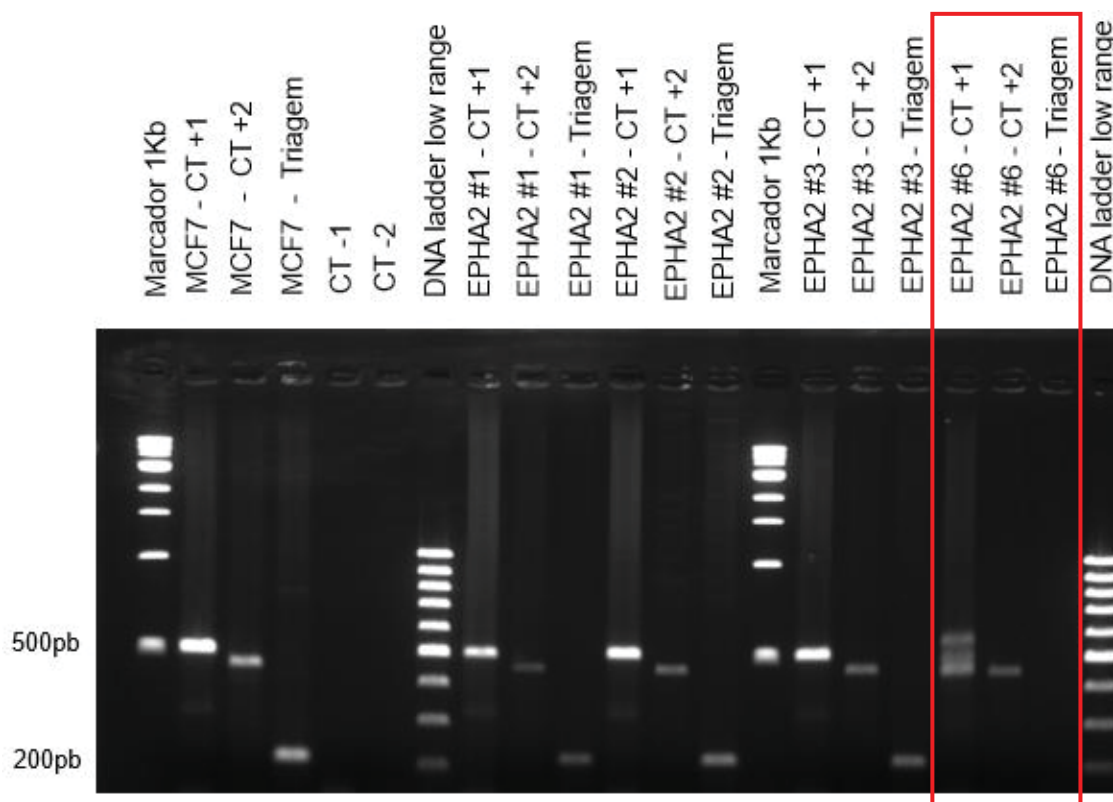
Exemplo de gel de eletroforese para triagem de clones potencialmente editados para o gene *EPHA2*. MCF7: o DNA utilizado era proveniente de células MCF7 selvagens. EPHA2 #X: o DNA utilizado era proveniente do clone #X, sendo $1 \leq X \leq 16$. CT +1: foram utilizados os *primers* para o fragmento maior de *EPHA2* (505pb). CT +2: foram utilizados os *primers* para o fragmento maior de *PBX1* (455pb), também utilizado como controle de reação. Triagem: foram utilizados os *primers* para o fragmento menor de *EPHA2* (205pb). CT -1: controle negativo utilizando os *primers* para o fragmento maior de *EPHA2*. CT -2: controle negativo utilizando os *primers* para o fragmento menor de *EPHA2*. O retângulo em vermelho delimita a região contendo os poços destinados às PCRs do clone EPHA2 #6.
